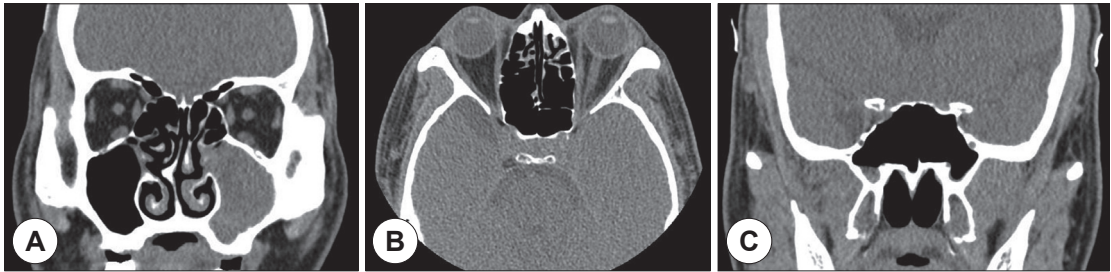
Preoperative PNS CT. A : Isolated left maxillary sinusitis. B : Ethmoid sinus without pus or inflammation. C : Sphenoid sinus without pus or inflammation.
